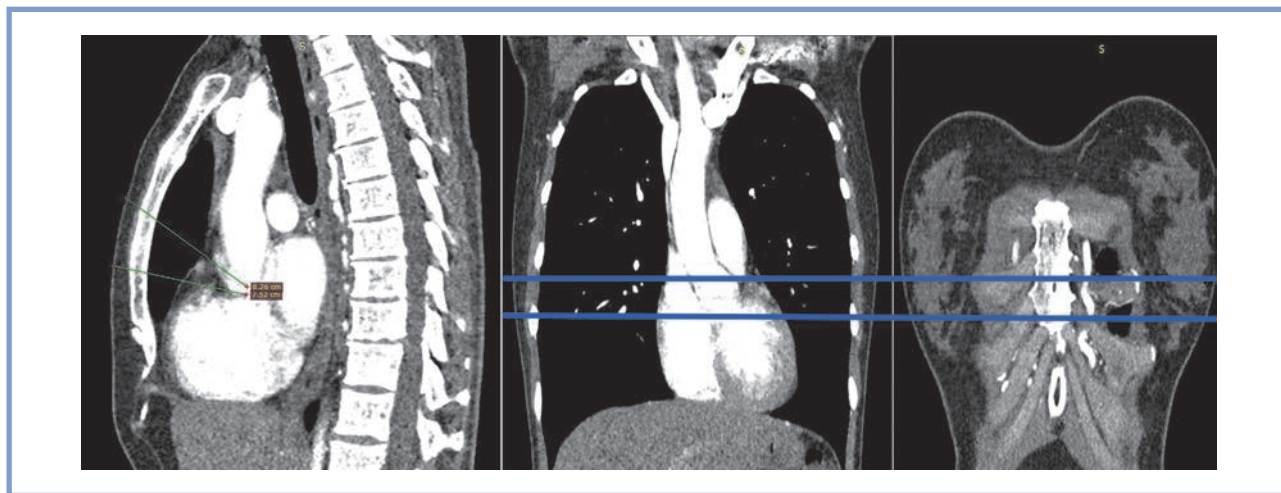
МСКТ пациента, которому выполнена мини-*J*-стернотомия по III межреберью.
